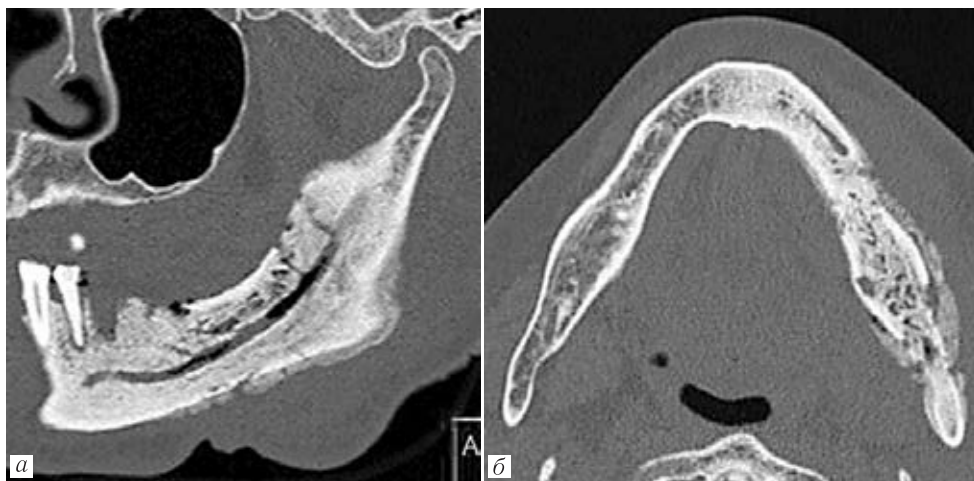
МСКТ. Реконструкции в кососагитальной (а) и аксиальной (б) плоскостях. Бисфосфонатный остеонекроз нижней челюсти, осложненный хроническим остеомиелитом. Неоднородность структуры зоны деструкции костной ткани за счет включений газа как внутрикостно, так и по ходу нижнечелюстного канала
